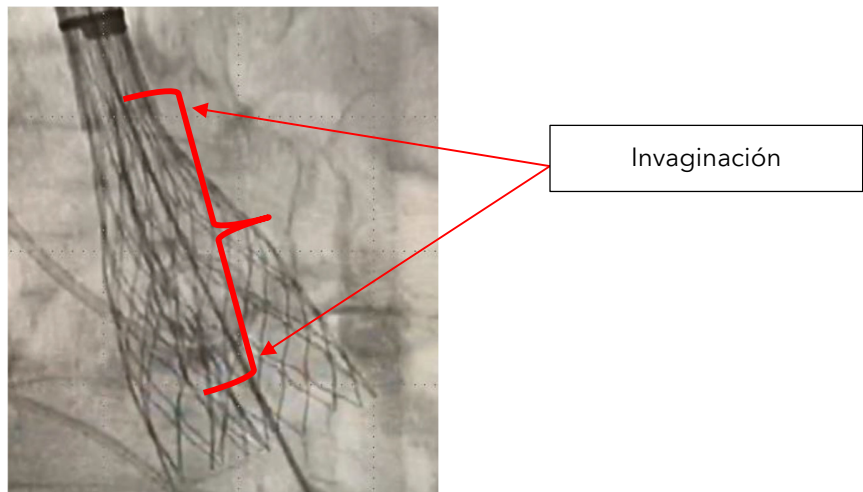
Ejemplo de una radiografía que muestra una invaginación
